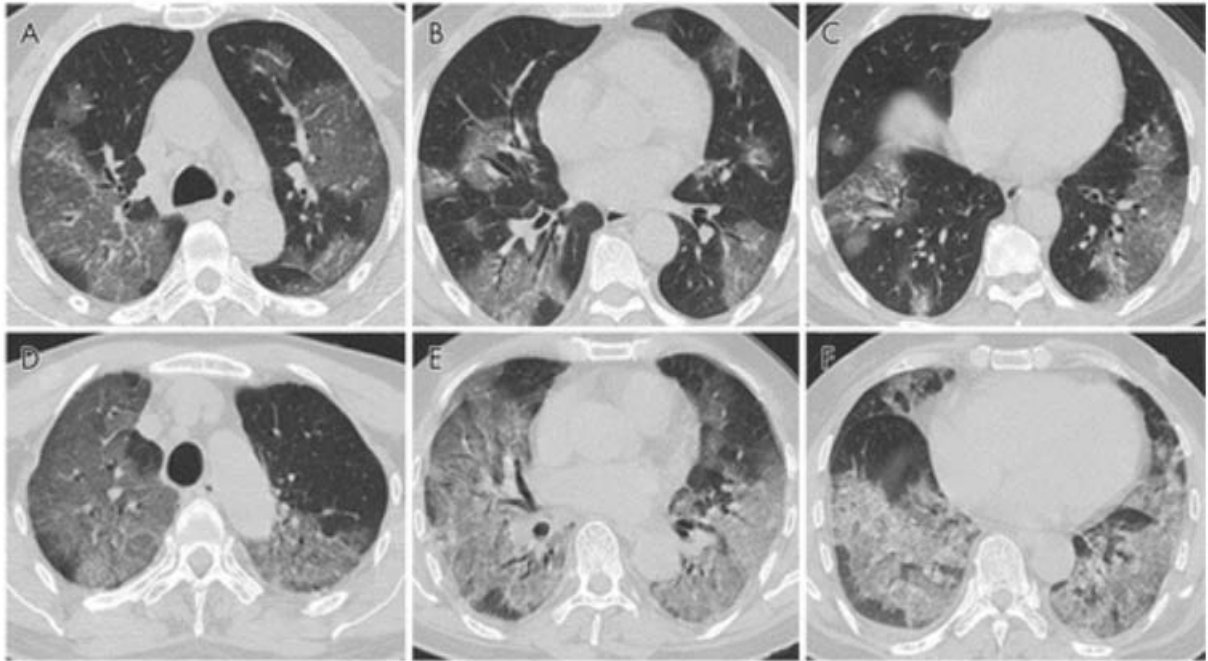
A-C, images de tomодensitométrie thoracique sans contraste chez un homme de 56 ans atteint d'une grave pneumonie à COVID-19. Les images CT montrent de multiples opacités en verre dépoli dans plusieurs segments pulmonaires, et le CT-SS est de 28. D-F, images de tomодensitométrie thoracique sans contraste chez un homme de 69 ans atteint d'une grave pneumonie à COVID-19. Les images TDM montrent de multiples opacités en verre dépoli et un épaississement septal ; la manifestation d'imagerie est ce qu'on appelle des poumons blancs ; le CT-SS est de 35.
